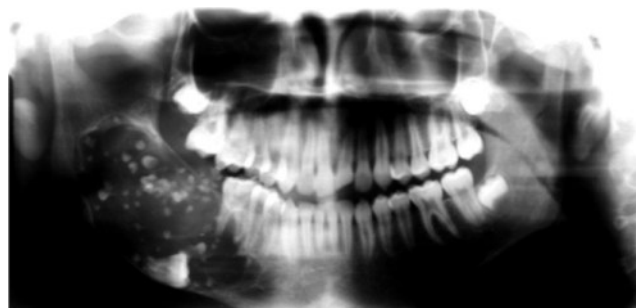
Radiografía preoperatoria donde se observa la zona radiolúcida con múltiples calcificaciones intralesionales.
